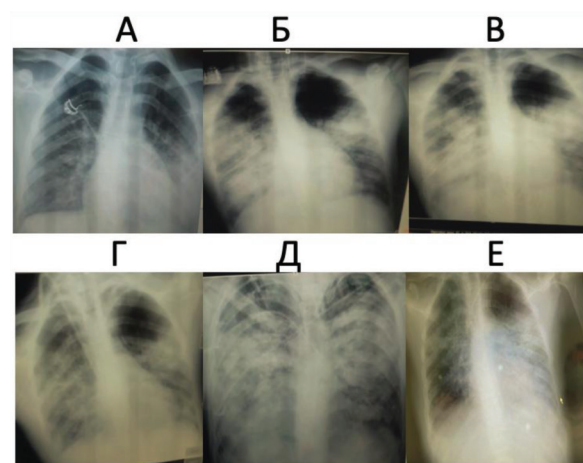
Динамика рентгенологической картины органов грудной клетки. Сутки пребывания в ОРИТ: А — 1-е; Б — 2-е; В — 4-е; Г — 5-е; Д — 7-е; Е — 15-е
